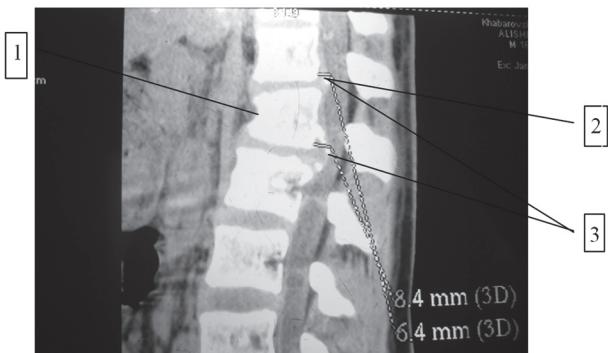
МРТ поясничного отдела позвоночника больного Сергея А., 16 лет (март, 2010): 1 – клиновидная деформация тела L₁ I-й степени со снижением высоты вентрального отдела; 2 – формирование грыж межзvonковых дисков Th_{XII}-L₁, L_{1-II}; 3 – оссификация задней продольной связки
